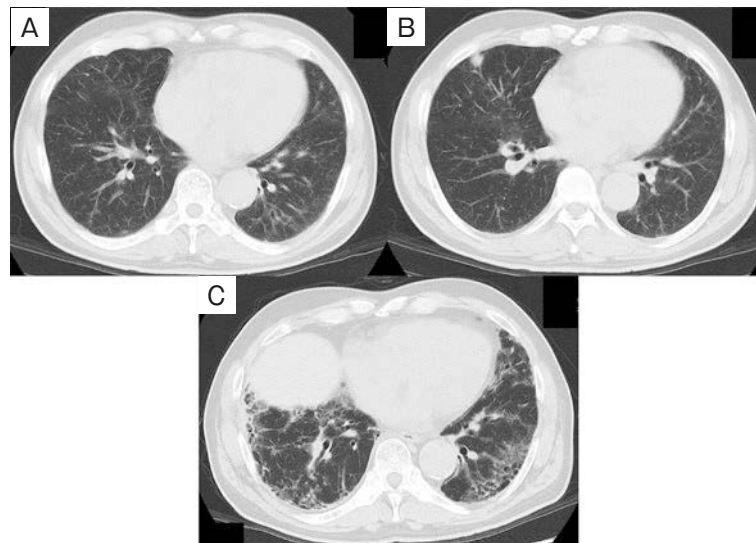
Chest CT of case 1. (A) The chest CT on first admission revealed that the fine ground glass opacity was distributed mainly in the subpleural area. (B) The chest CT on first admission also detected an 11 mm solid nodule on the right middle lobe. (C) Follow-up chest CT after surgery demonstrated ground glass opacity superimposed on reticular shadowing in the lower lung area. Traction bronchiectasis and emphysematous cystic changes were also seen. It could be interpreted as a DIP pattern.
